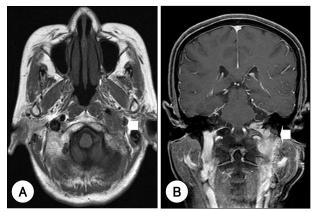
Postoperative brain MRI T1-weighed axial image shows a low signal intensity mass(arrow) involving posterior cranial fossa(A) and after enhancement, the mass is well enhaced (B).
